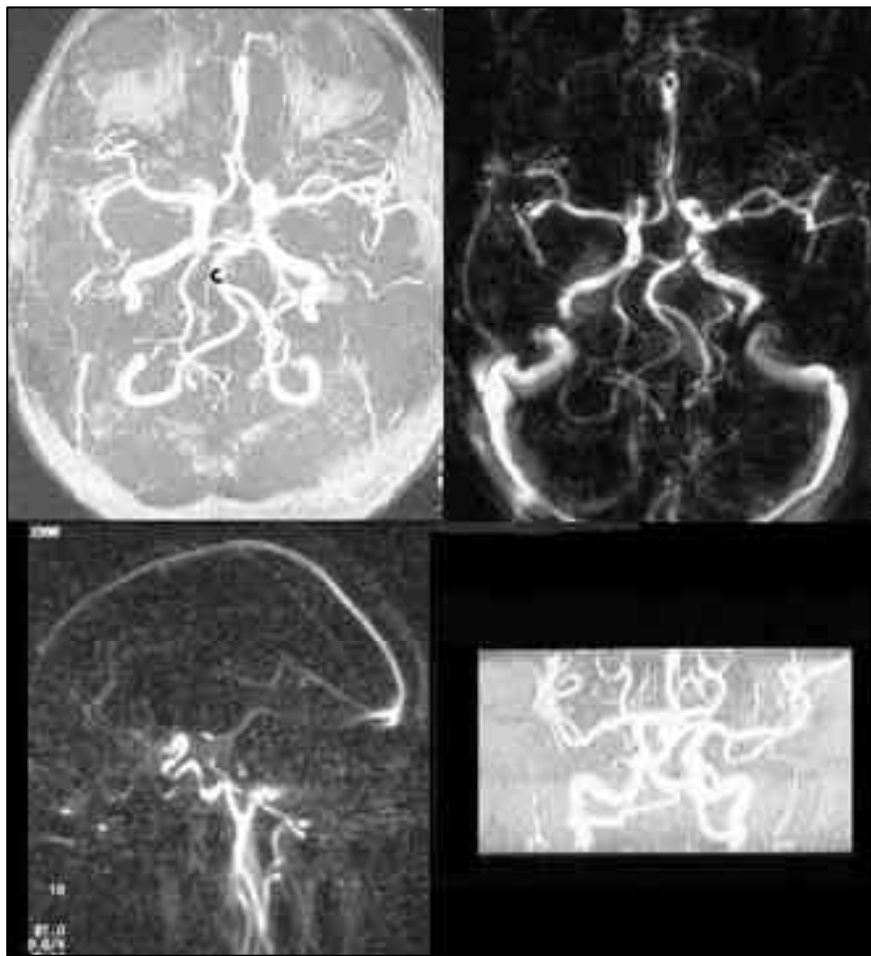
Se muestran varias proyecciones de las arterias y senos venosos en imágenes de angiografía por resonancia, realizadas a los 6 y 12 meses después de operada la paciente, donde se demuestra el cierre total de la FCC sin oclusión de la ACI derecha.
